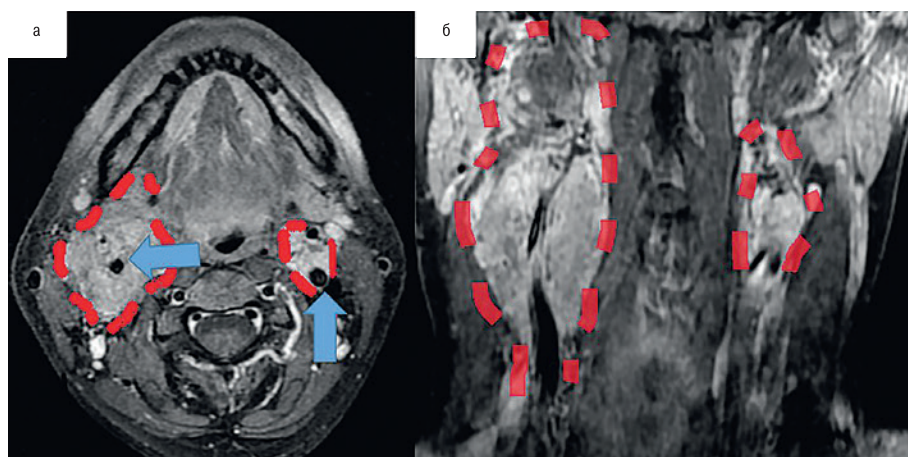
МРТ с контрастным усилением
